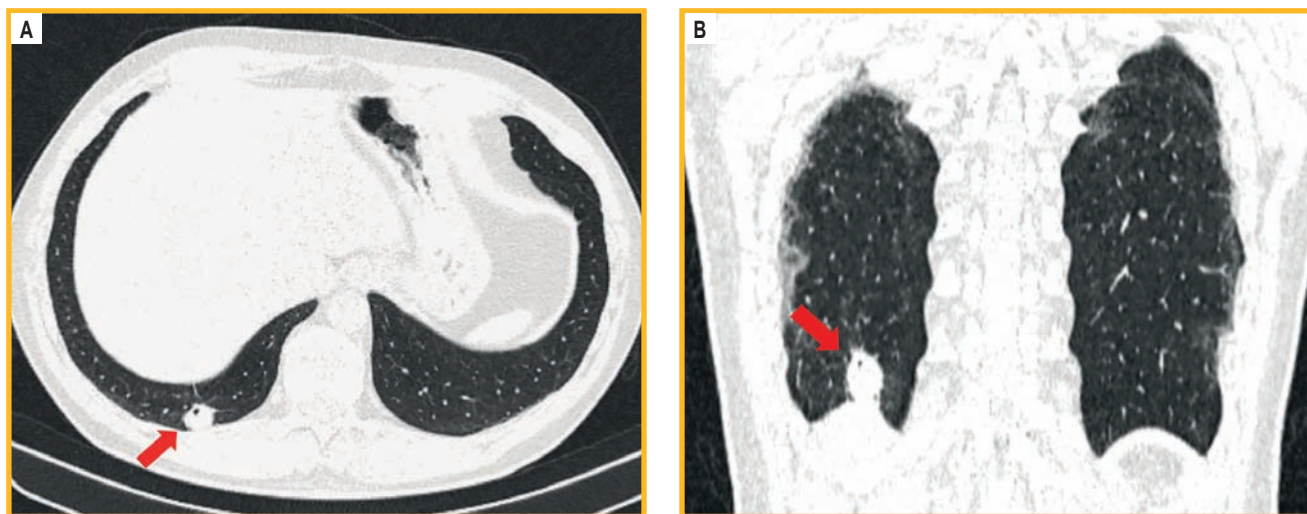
Компьютерная томограмма органов грудной клетки: А – аксиальная проекция; В – фронтальная проекция. В S10 правого легкого – субплевральное округлое мягкотканное образование с четким ровным контуром, неоднородной структуры с единичным мелким включением жировой плотности, дренирующим субсегментарным бронхом
